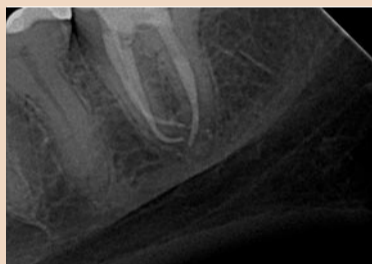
Рентгенограмма со стекловолоконным штифтом и контрольные рентгенограммы, сделанные, соответственно, через 1 и 4,5 года.
